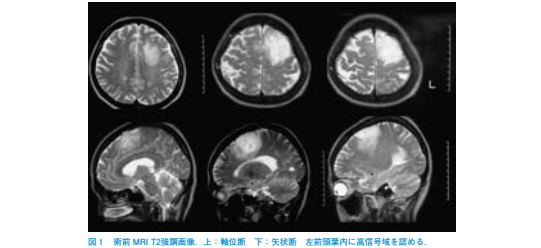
術前 MRI T2強調画像。上: 軸断。下: 矢状断。左前頭葉内に高信号域を認める。
